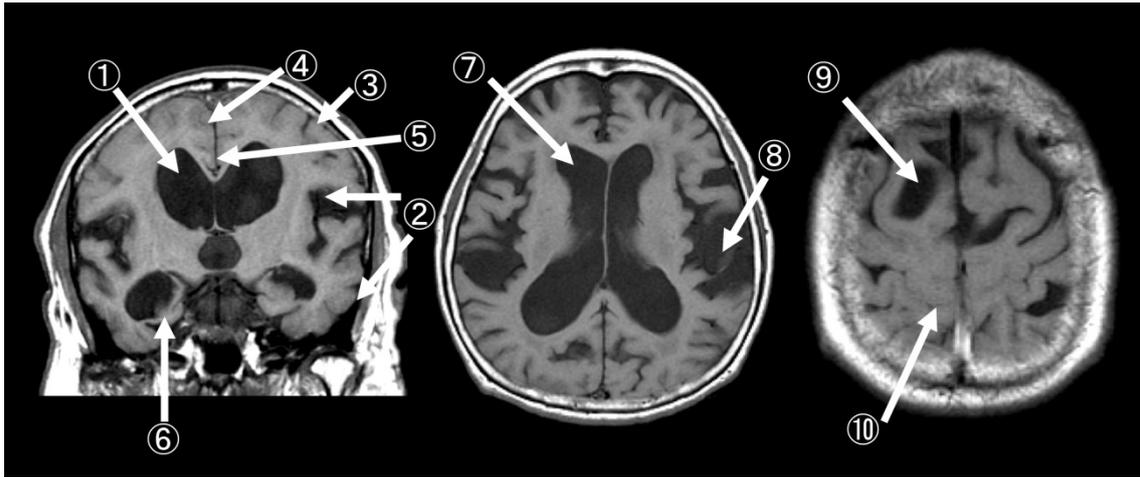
特発性正常圧水頭症 (DESH) のMRIの特徴 (文献⁴⁾より改変)
